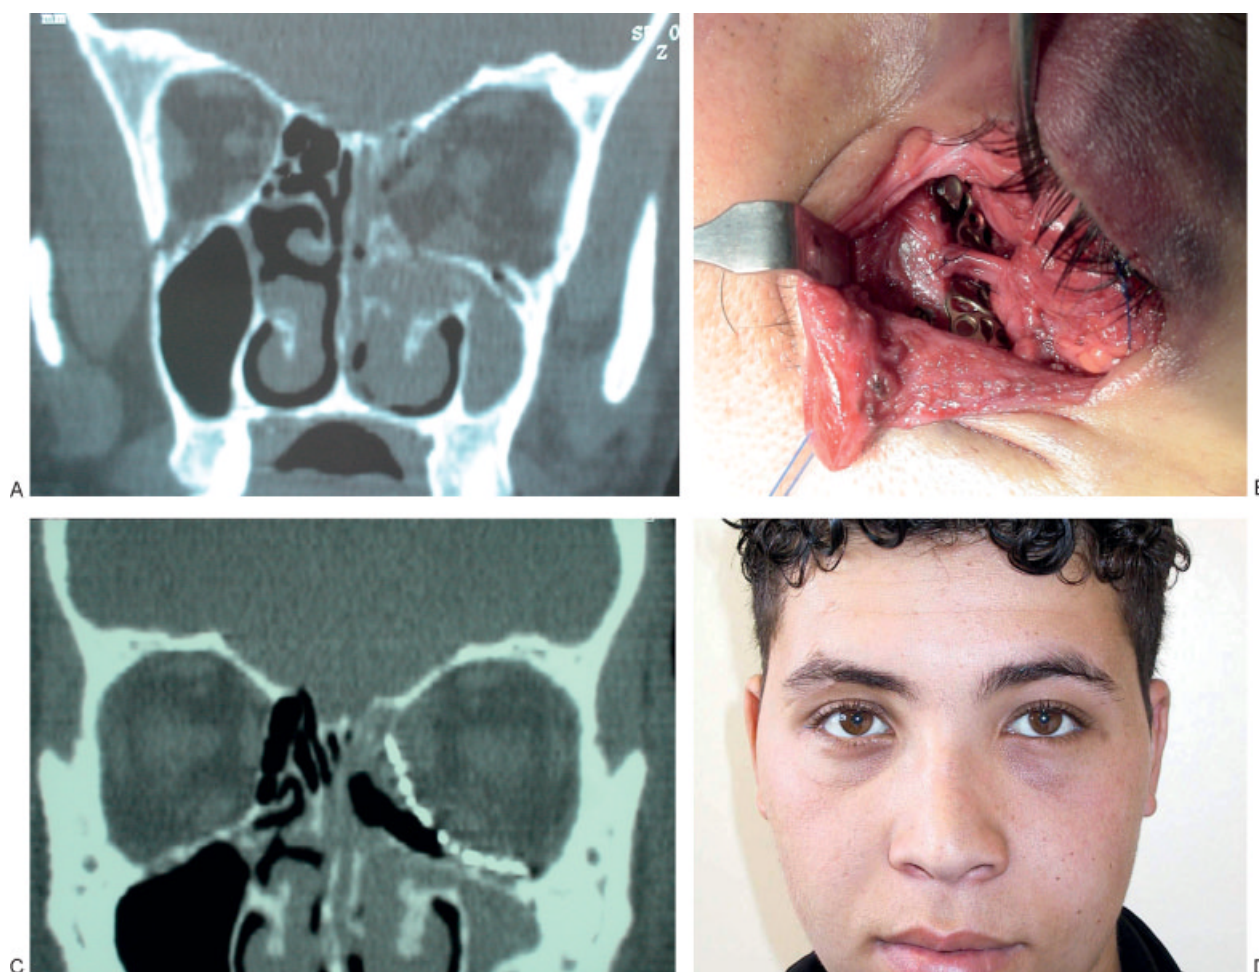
Case 1. (A) Preoperative computed tomography (CT) scan of a 25-year-old man with fracture of the medial wall and floor of the orbit. (B) Preseptal inferior fornix dissection and transcaruncular dissection was performed. Repositioning of the inferior oblique muscle was performed. (C) Reconstruction with an 0.5-mm orbital mesh was performed up to the superomedial angle of the orbit (postoperative CT scan). (D) Three-month postoperative result.
